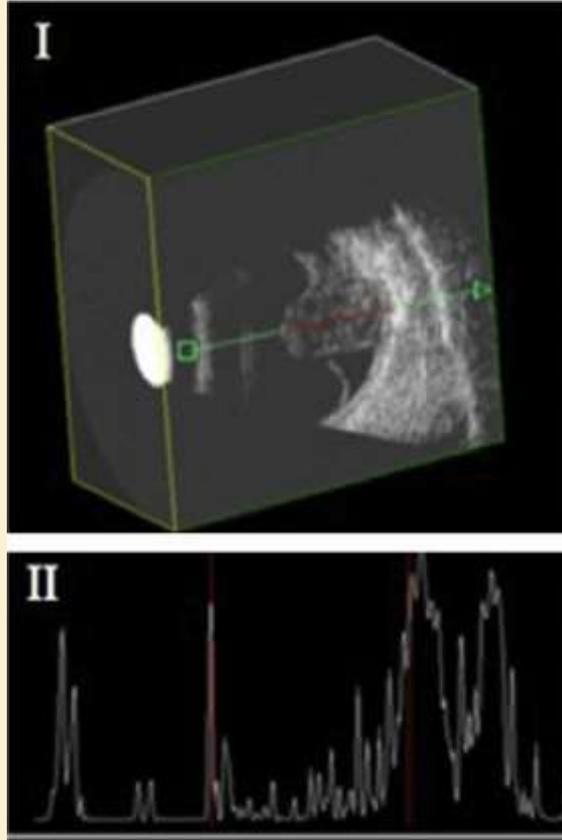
Ultrasonido de un melanoma coroideo: (I) B-scan y (II) A-scan.
